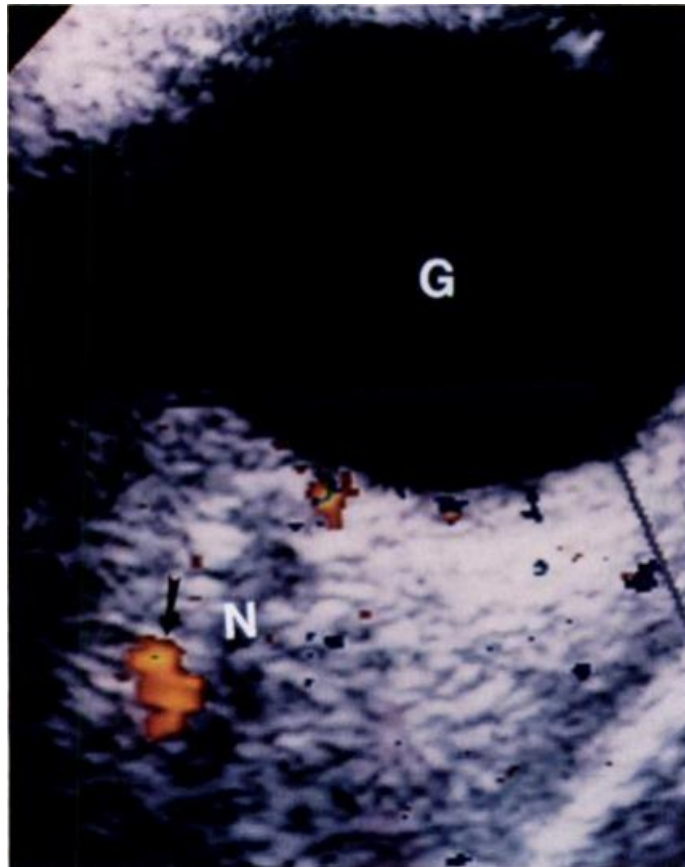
Ultrasonido orbitario con Doppler color, donde se observa la localización medial de la arteria oftálmica respecto al nervio óptico. (Belden et al., 1995)
